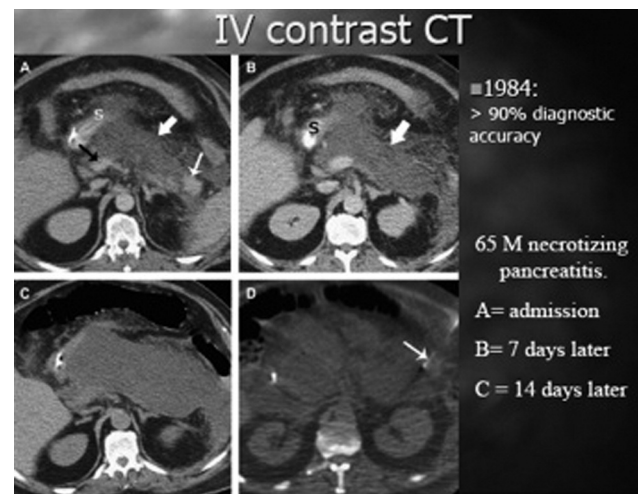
TAC con mezzo di contrasto.
